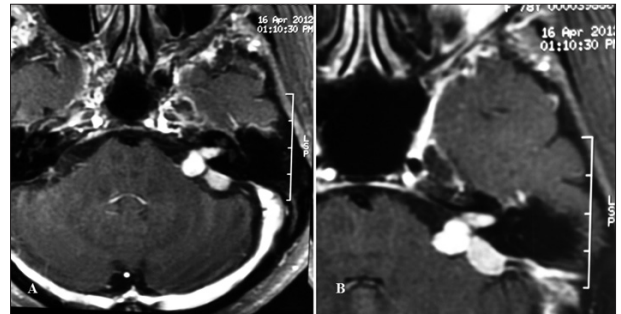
(A) MRI after contrast administration showing contrast uptake with greater intensity in the medial injury. (B) Magnification of (A).
